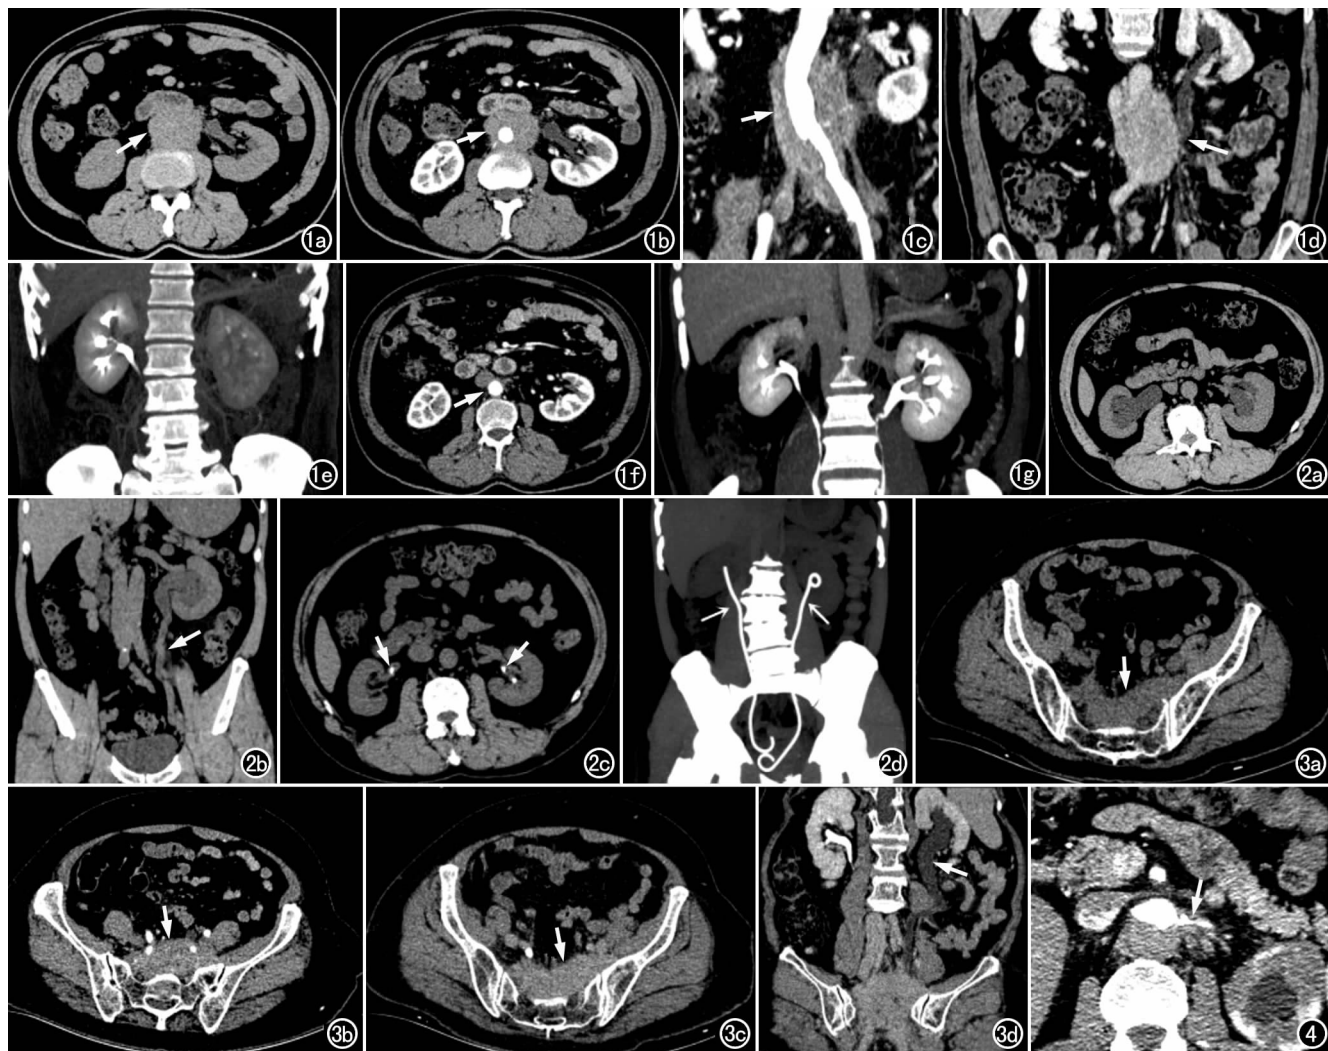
男,54 岁,左侧腹部胀痛 3 月余。a) CT 平扫示肾门水平包绕腹主动脉的软组织影(箭);b) CT 增强扫描动脉期,示病灶轻度强化(箭);c) CPR 图像示软组织影弥漫性包绕腹主动脉(箭)至两侧髂总动脉;d) CPR 图像示左侧输尿管局部受粘连(箭),致其上方尿路扩张、积水(箭);e) MIP 图像示左肾功能下降;f) 为患者采用甲强龙及环磷酰胺冲击治疗后,CT 增强扫描动脉期示弥漫性软组织影范围明显缩小(箭);g) MIP 图像示左侧输尿管梗阻解除。图 2 男,54 岁,体检超声发现双肾积水。a) CT 平扫示双侧输尿管周围有软组织影包绕,双肾积水;b) CPR 图像示软组织影呈条索样包绕输尿管,致其以上尿路扩张、积水(箭);c) CT 平扫示双侧尿路双 J 管置入术后(箭);d) MIP 图像示双侧尿路梗阻解除(箭)。图 3 女,68 岁,左侧腰部酸胀 3 周。a) CT 平扫示骶骨前方局限性软组织肿块(箭);b) CT 增强扫描动脉期,示病灶明显强化(箭);c) 延迟期示病灶持续强化(箭);d) CPR 图像示左侧输尿管受累,致其以上输尿管及左肾积水(箭)。图 4 男,56 岁,发现血压升高 2 月余。CT 增强扫描动脉期,示腹主动脉周围有软组织影包绕,左肾动脉起始部受累狭窄(箭),左肾积水。
